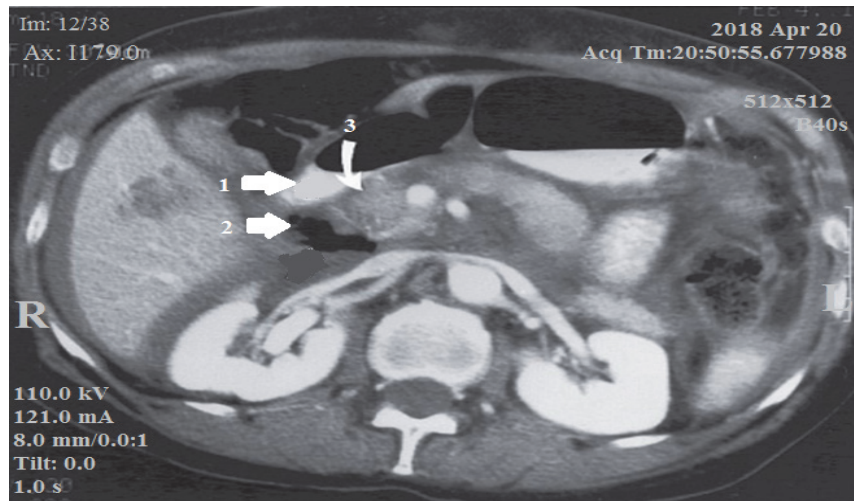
МСКТ з контрастуванням хворого на панкреатодуоденальну травму: 1 – ДПК; 2 – вільне повітря в області дуоденального згинання (рівень D3 ДПК); 3 – пошкодження голівки підшлункової залози
